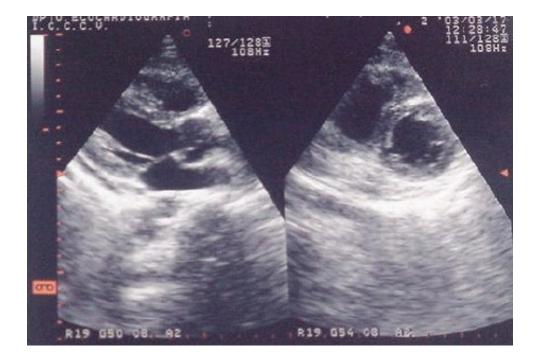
Ecocardiograma con vista de eje largo y eje corto paraesternal posoperatorios.
